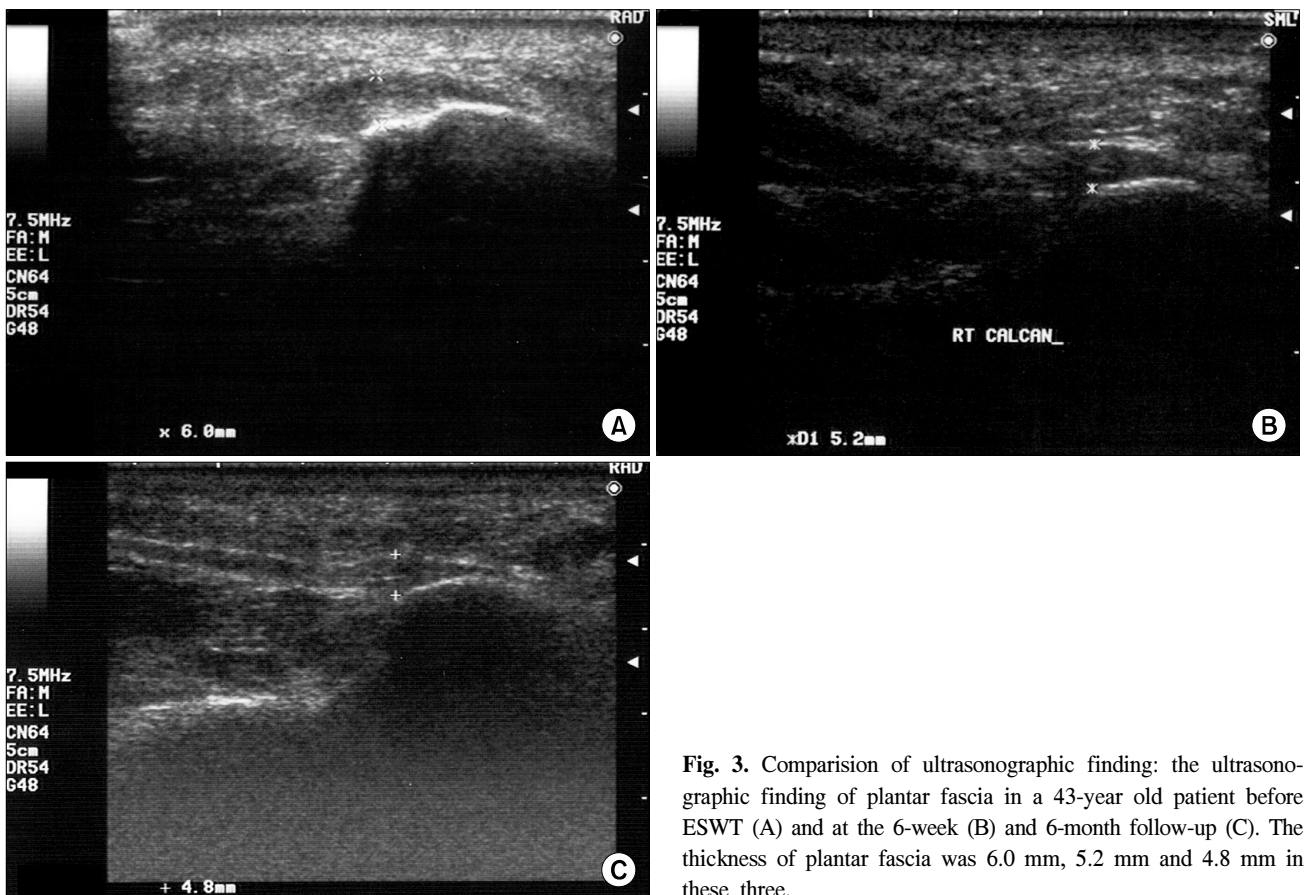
Comparison of ultrasonographic finding: the ultrasonographic finding of plantar fascia in a 43-year old patient before ESWT (A) and at the 6-week (B) and 6-month follow-up (C). The thickness of plantar fascia was 6.0 mm, 5.2 mm and 4.8 mm in these three.
